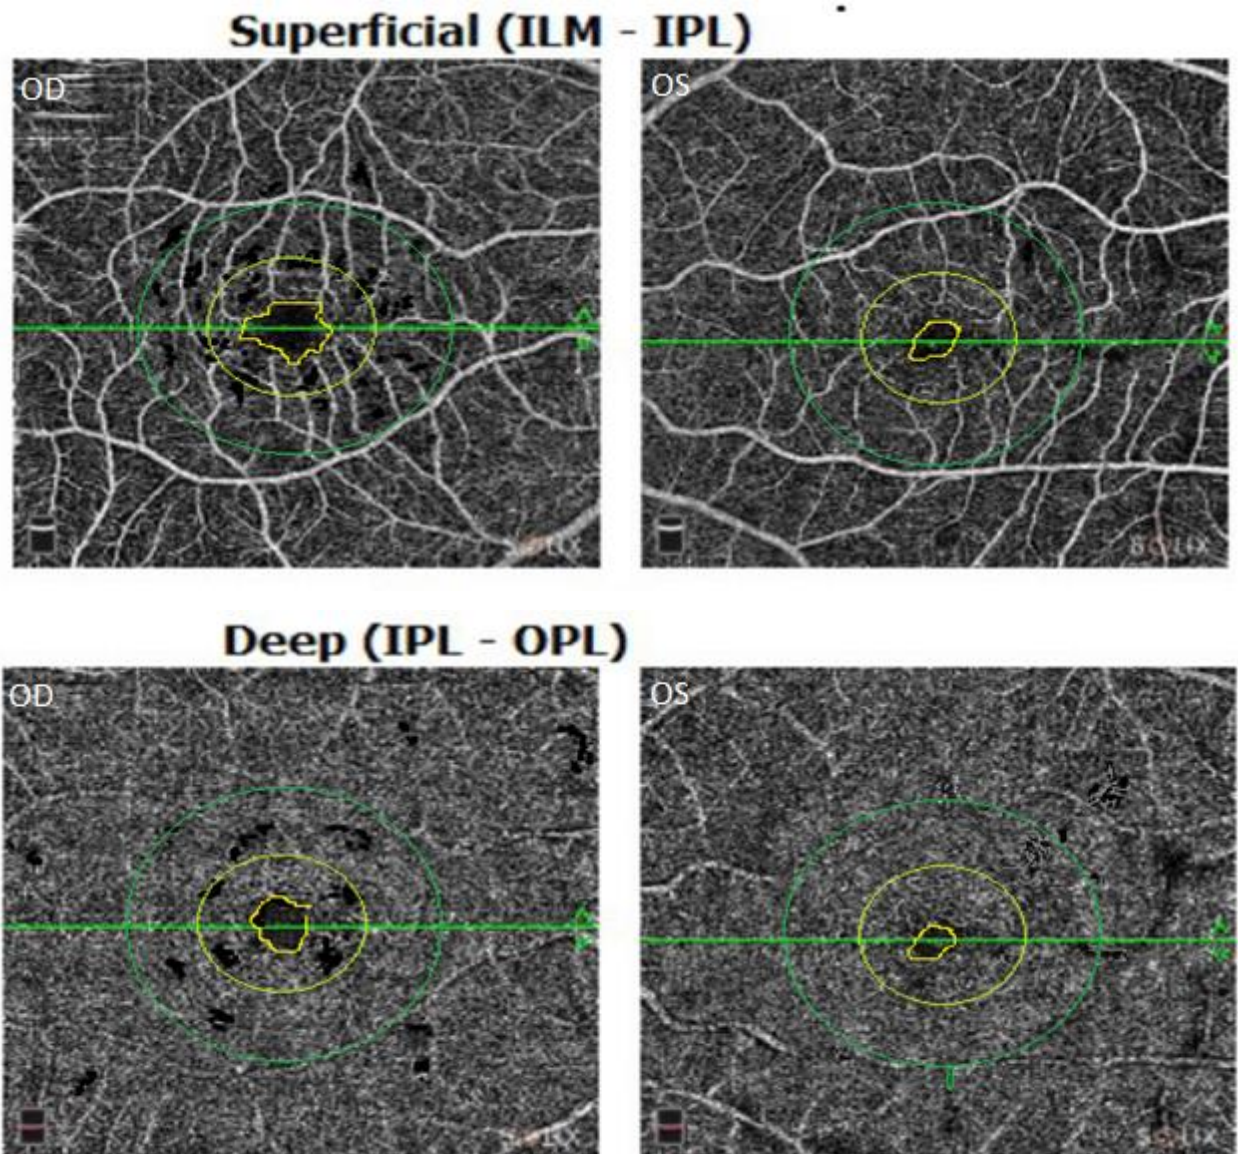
Зображення ангиографії оптичної когерентної томографії (ОСТ-А) пацієнта I групи ураженого ока (OD) та парного (OS) у терміні спостереження 12 місяців. Поверхнєве капілярне сплетення сітківки (Superficial capillary plexus). Глибоке капілярне сплетення сітківки (Deep capillary plexus). Зеленим кольором виділено зони фовеальна та парафовеальна в досліджувалася щільність судин обох сплетінь; жовим кольором виділено площу ФАЗ.
